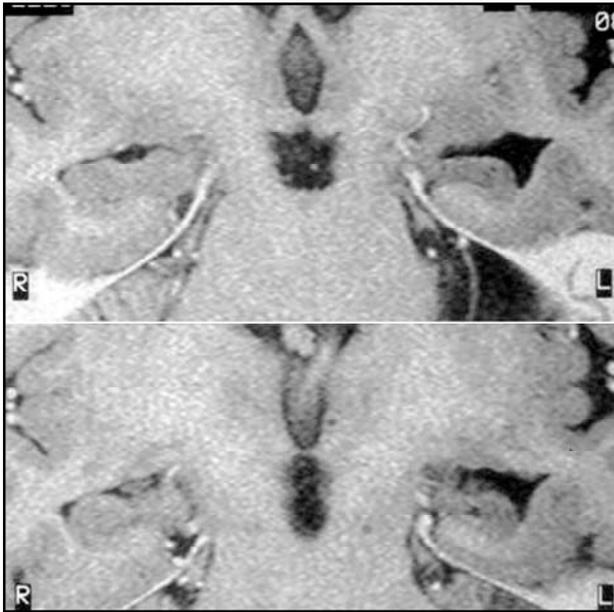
Imagem no plano coronal de esclerose mesial temporal (à esquerda) em RM.
